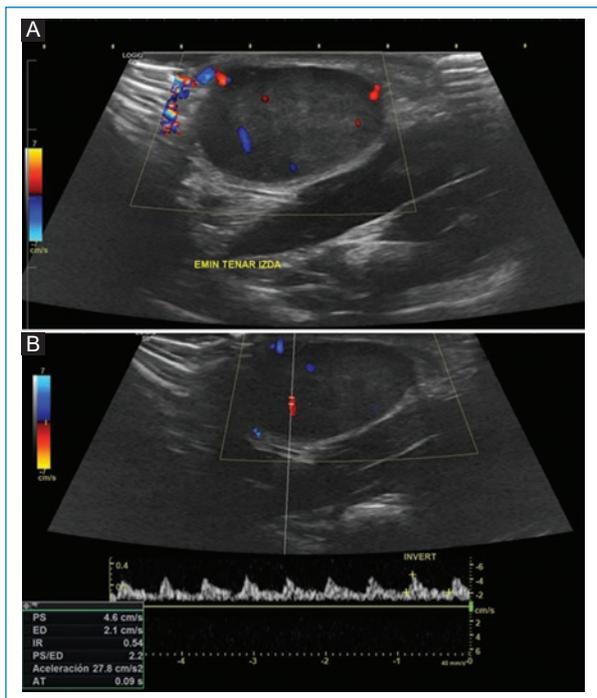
A y B: ecografía de partes blandas. Se visualiza una masa bien definida, ovoidea, en contacto con los músculos de la eminencia tenar de la mano izquierda, con abundante vascularización arterial mediante la señal Doppler.
